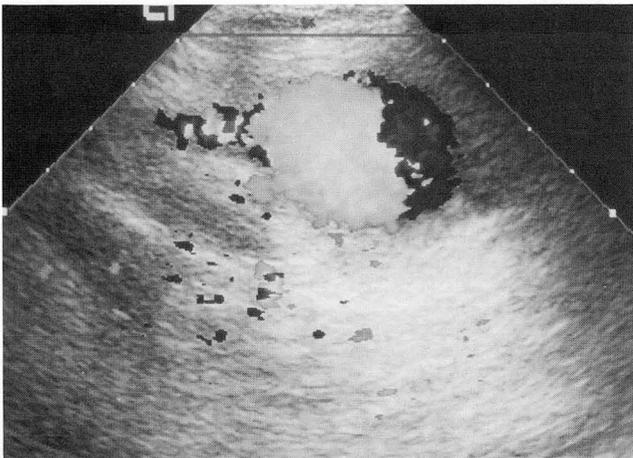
Color doppler US shows a highly vascular lesion contiguous with SMA, suggestive of SMA aneurysm.
